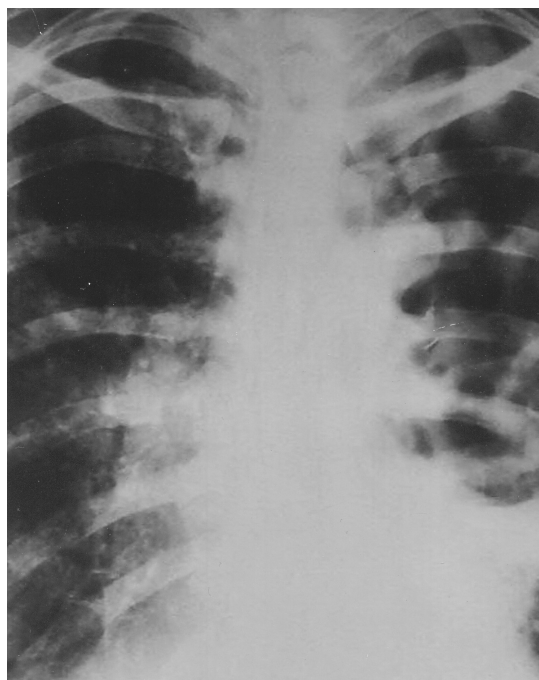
Обзорная рентгенограмма на момент включения в программу DOTS-PLUS. Разрушенное левое легкое с наличием множественных деструктивных изменений. Очагово-инфильтративные изменения в правом легком
